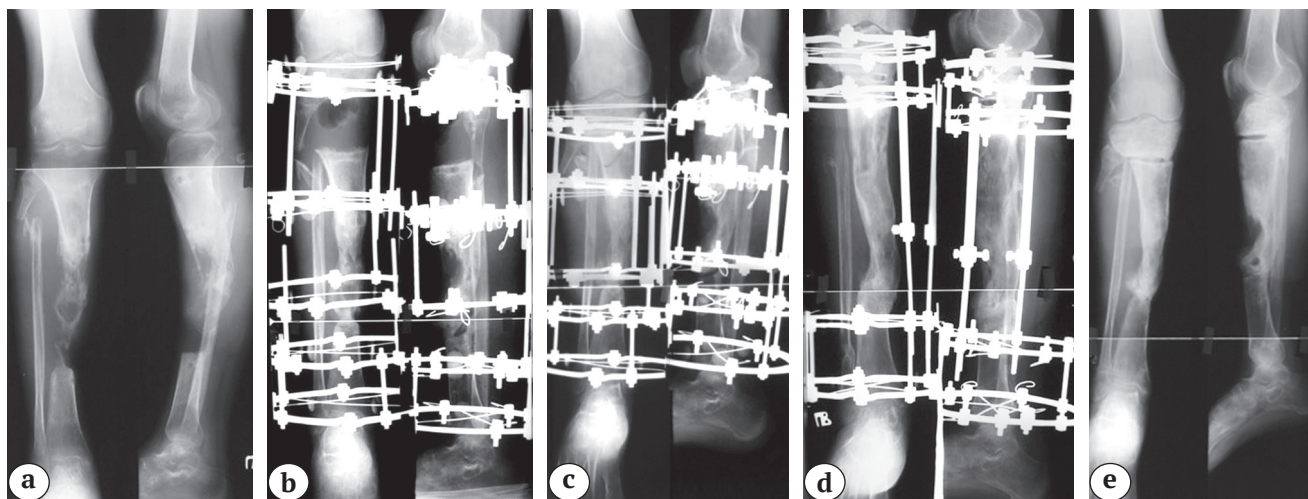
Рентгенограммы правой голени в двух проекциях со смежными суставами пациента С.:
